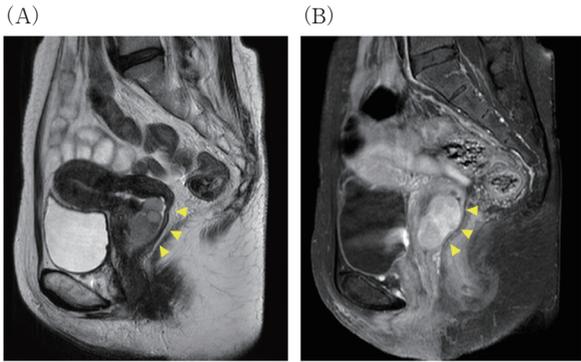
骨盤部MRI (A) T2強調像矢状断画像 (B) T1強調造影像矢状断
